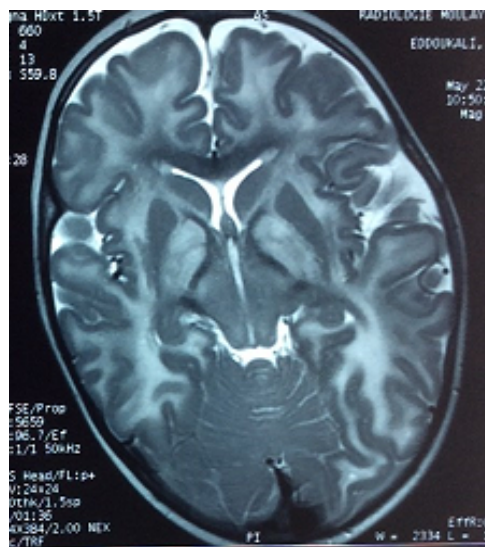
IRM cérébrale de notre patient à l'âge de 14 mois. Coupe axiale T2 passant par les noyaux gris : Hypersignal de la substance blanche atteignant les fibres en U.
